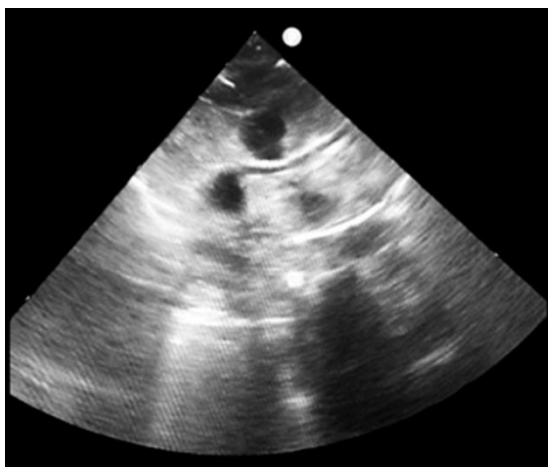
Ecocardiografía postoperatoria que muestra elongación de la arteria coronaria izquierda.
